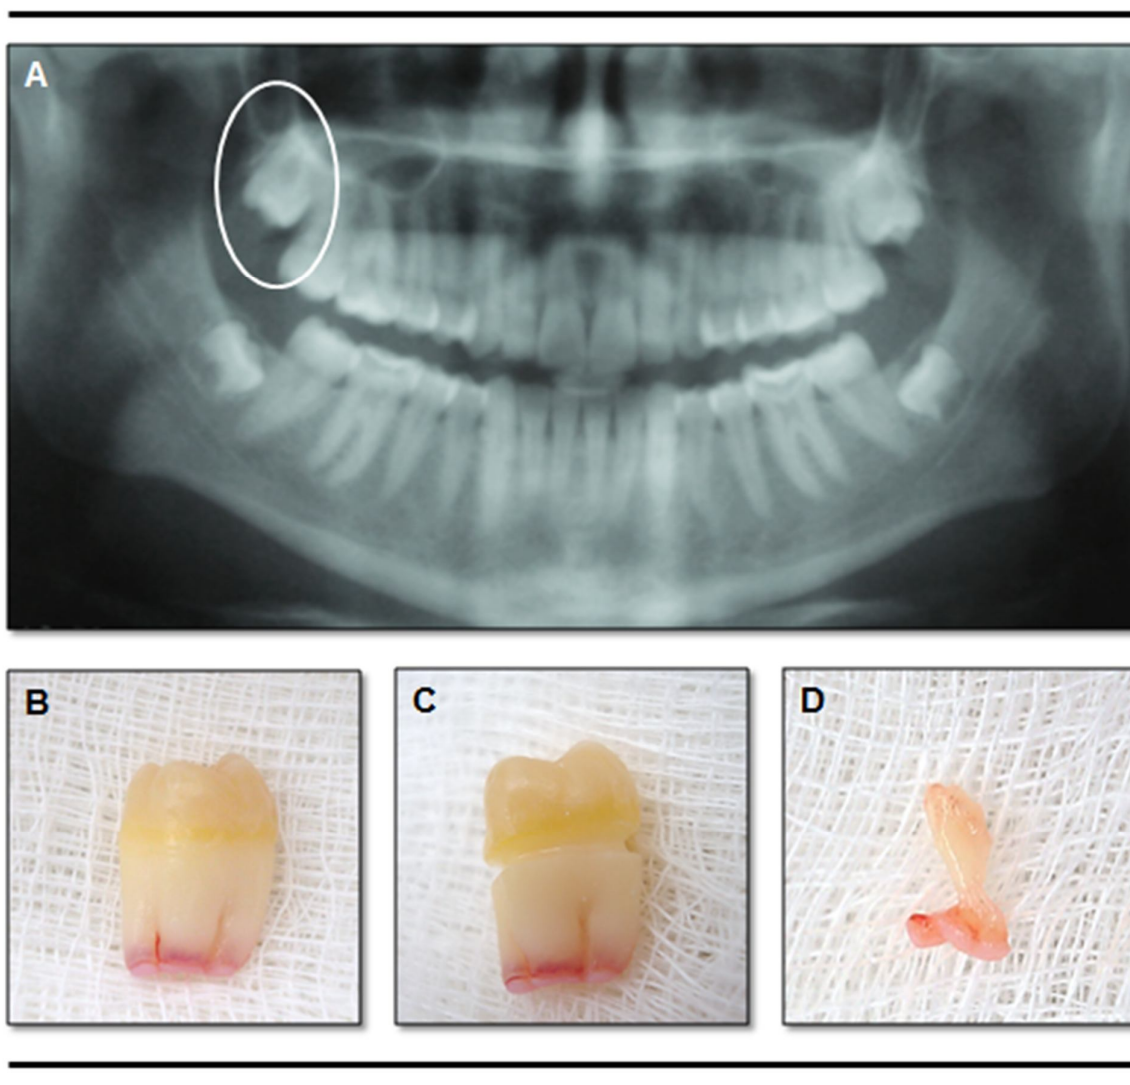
Obtenção de tecido pulpar a partir de 3° molares inclusos. A – Radiografia panorâmica com destaque para o dente 18 incluído, com indicação de extração. B – Dente 18 após limpeza de sua superfície. C – Sulco transversal abaixo da junção cimento esmalte. D – Obtenção da polpa dentária.
